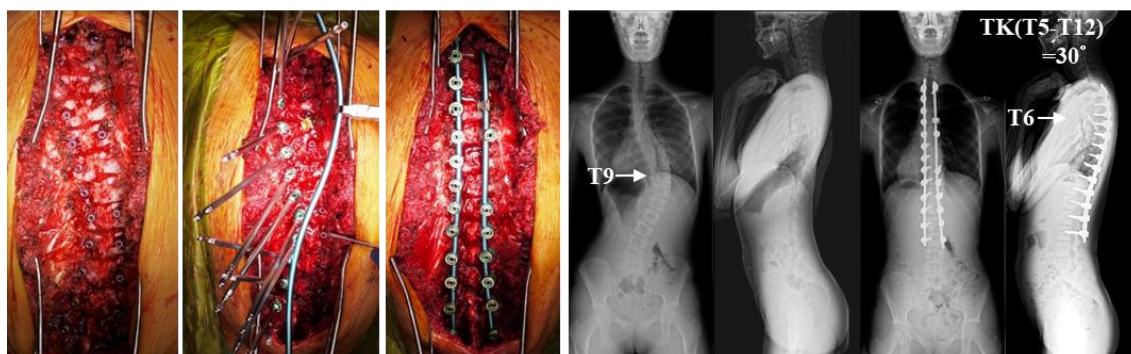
ASR術中写真および術前後全脊柱X線写真。術中側弯配列に依存しないロッドを使用。胸椎後弯角が大きく、かつ胸椎後弯頂が解剖的に正常なT6-8レベルに位置した生理的な胸椎後弯が獲得されている。
